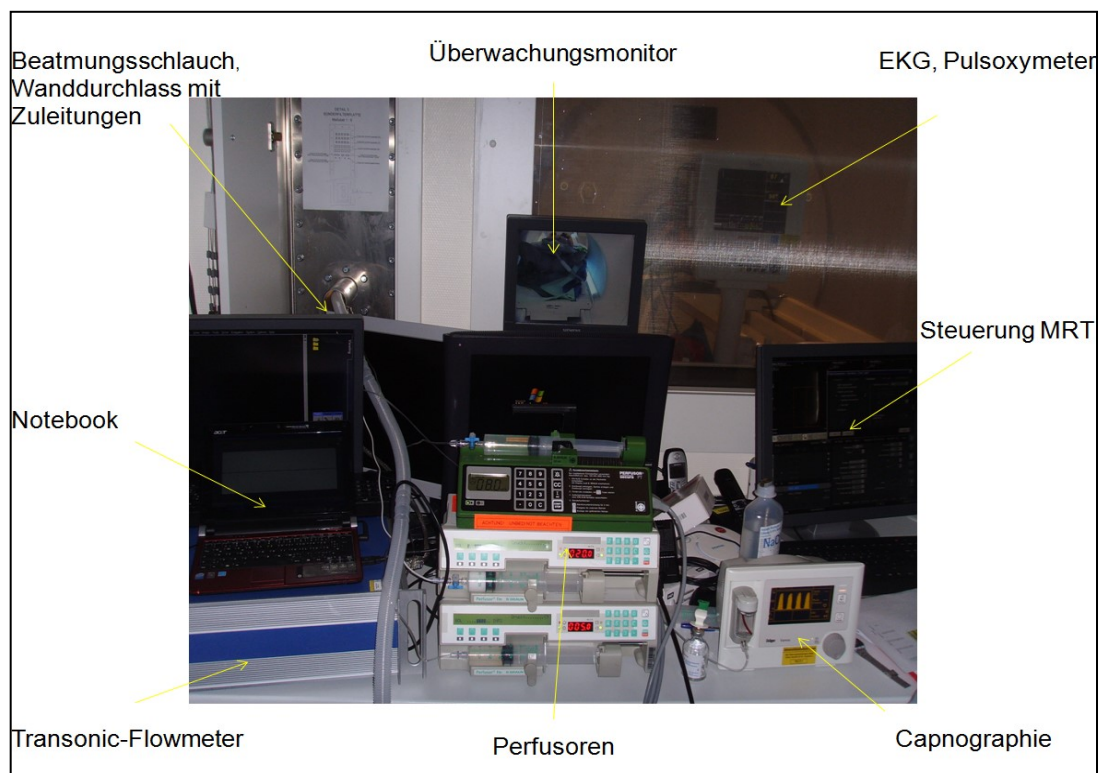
Aufbau im MRT-Steuerungsraum
